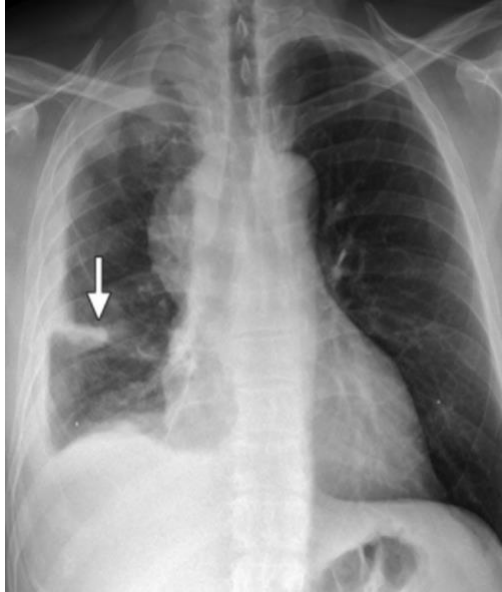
Engrosamiento nodular pleural en un hombre de 59 años con MPM. Radiografía de tórax en PA muestra engrosamiento pleural circunferencial en el hemitórax derecho con extensión a la cisura menor (flecha).
